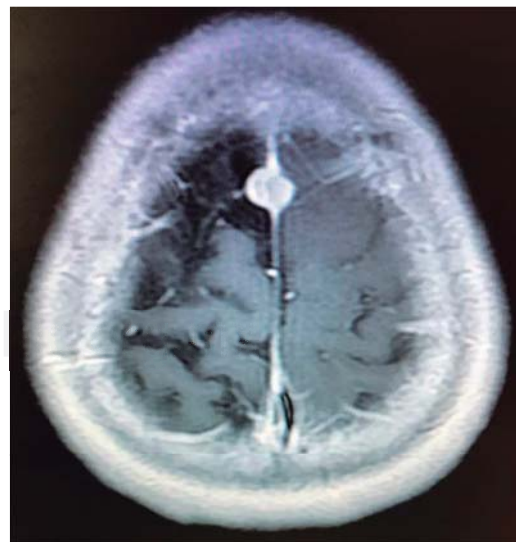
Imagen de resonancia magnética con gadolinio en la que se muestra tumoración sagital Sindou tipo VI en región frontal.
